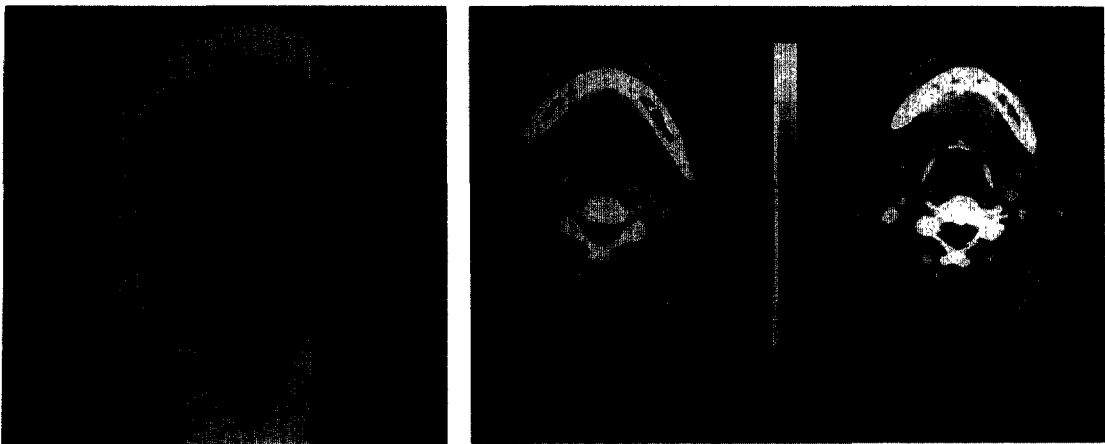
A, B) 술전 컴퓨터단층촬영상으로 상악동내의 종물에 의한 주위골의 파괴상이 관찰되나 안와저는 비교적 건전하고 좌측 악하임파절과 양측 부신경임파절의 종창을 볼 수 있다.
